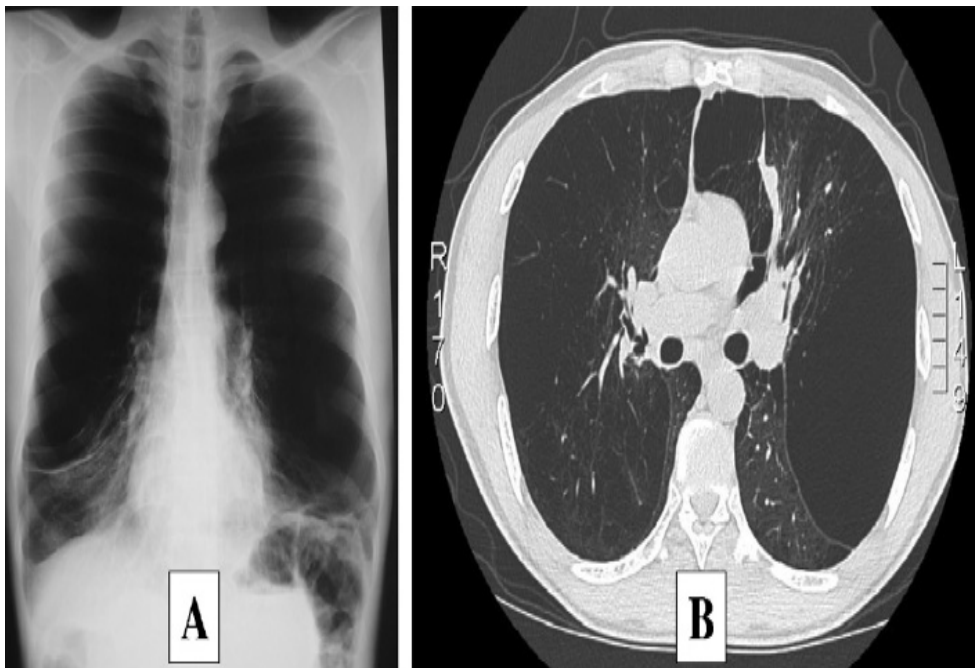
(A et B) radiographie thoracique de face (A) montrant un aplatissement des 2 coupes diaphragmatiques par une distension emphysémateuse prédominante au niveau des lobes supérieurs. Tassement parenchymateux vers les bas du parenchyme restant des 2 cotés. Aspect hétérogène de la destruction parenchymateuse sur la tomodensitométrie [105].
